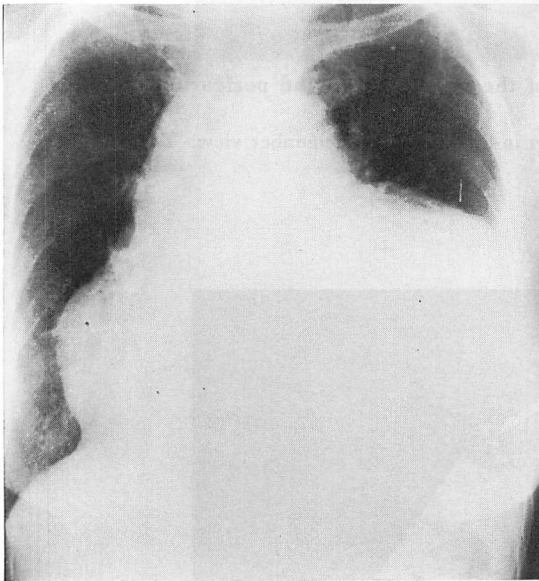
Chest plain film of a patient who has massive pericardial effusion (Case 3, 69 years, female).
